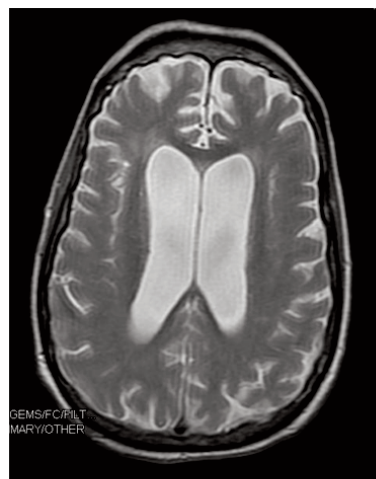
RM CRANEAL CON/SIN CONTRASTE
